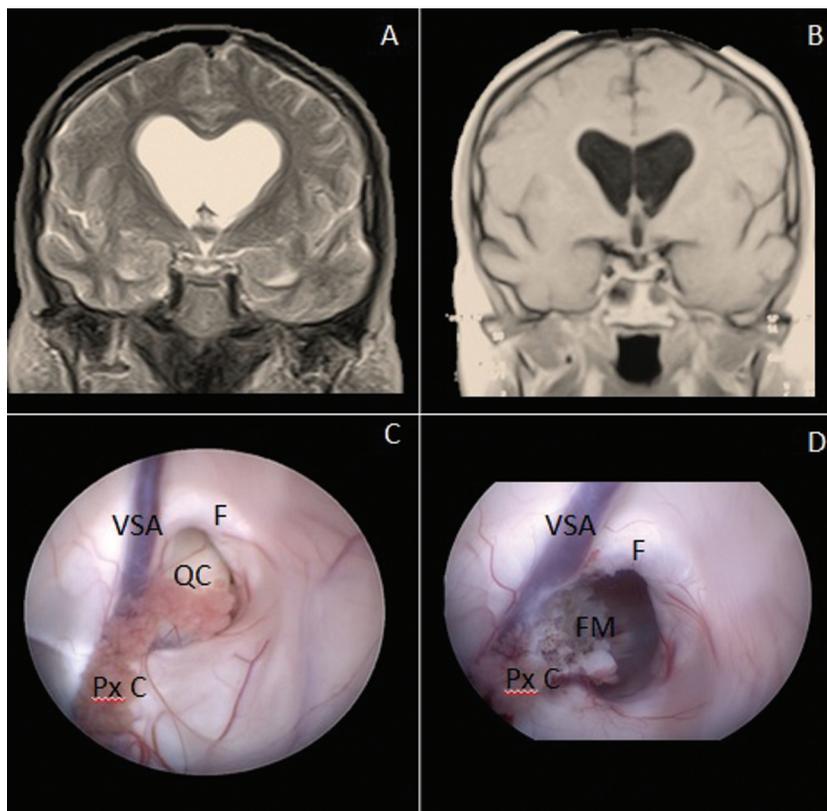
A: resonancia magnética, T2 coronal preoperatoria; se observa lesión en tercer ventrículo compatible con quiste coloideo de 9 x 8 mm. B: RM T1 coronal posoperatoria con adecuada exéresis. C: imagen intraoperatoria; se observa la lesión ocupando el foramen de Monro. D: imagen intraoperatoria; se observa adecuada extirpación y coagulación parcial de plexo coroideo (Px C), preservación de vena septal anterior (VSA). Se observa el fórnix (F) como límite anterior del FM.
